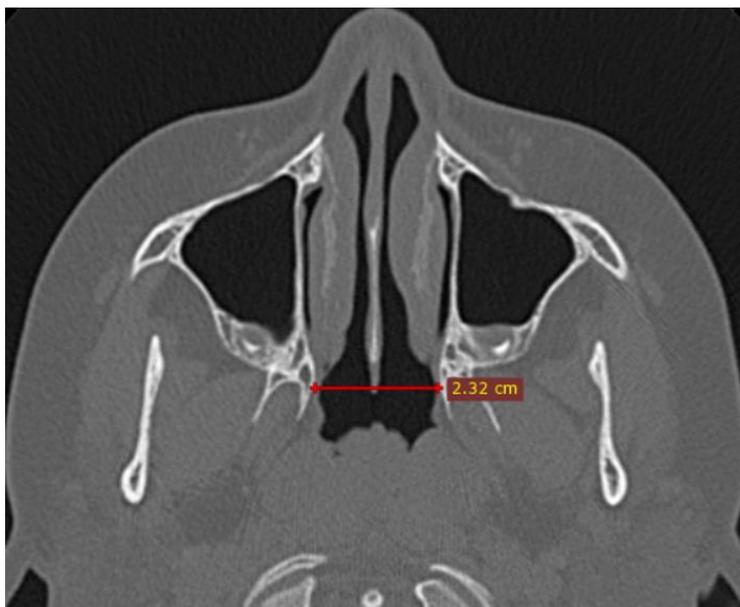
Линейные параметры ширины носоглотки на КТ головы того же ребенка в аксиальной проекции.
